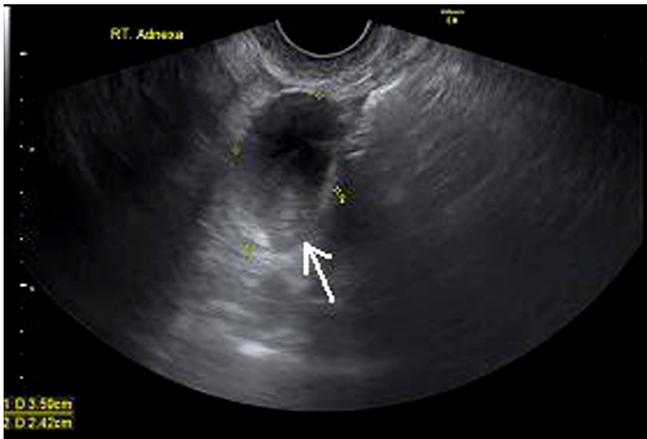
Preoperative transvaginal ultrasound image. A cystic mass contained fatty material in right pelvic area (white arrow).
